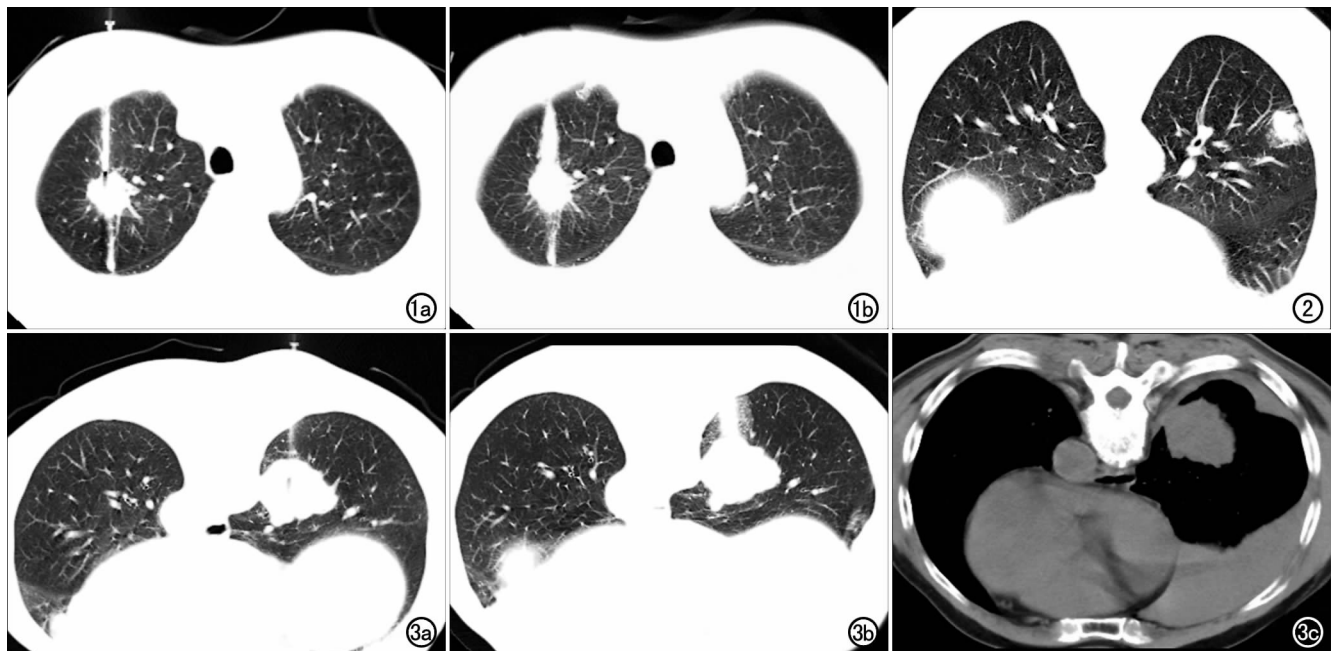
低分化腺癌。a) 穿刺时 CT,示右上肺 17 mm×14 mm 结节,深度 41 mm; b) 穿刺后 CT,可见沿针道走行的高密度影。
